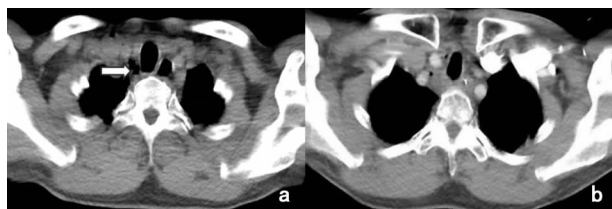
典型病例手术前后 CT a:术前,箭头所指为气管憩室;b:术后复查
